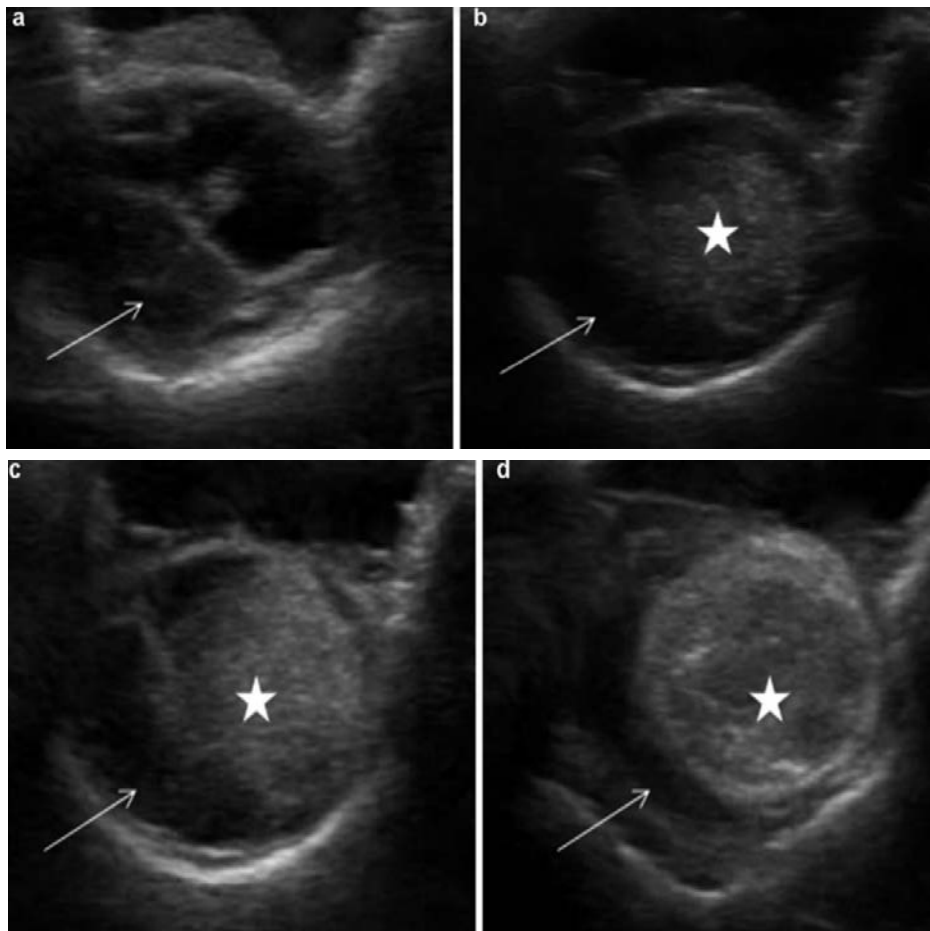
Image échographique d'un méningiome : Séquence montrant les balayages axiaux (a – d) en mode B d'un méningiome (étoile) qui semble capsulé, homogène et de forme arrondie. La moelle épinière est poussée vers l'avant et latéralement (flèche), avec une distorsion de la structure arachnoïdienne (qui n'est pas reconnaissable en raison de la présence de la lésion). (89)
